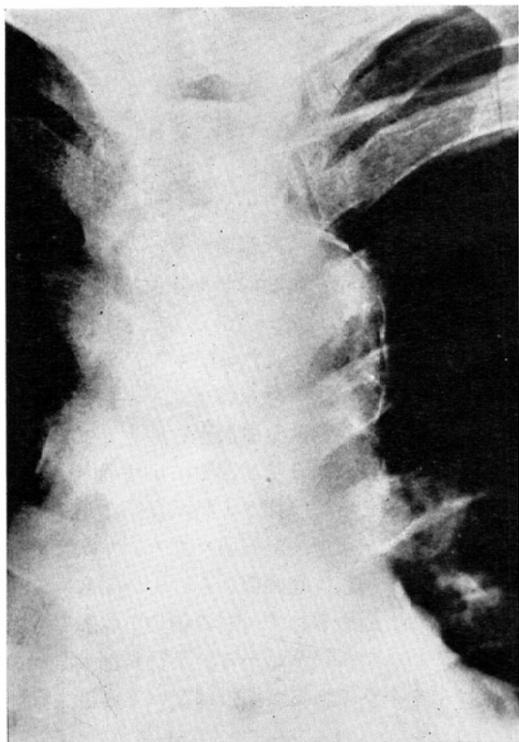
Chest roentgenogram taken before the onset of acute symptoms. Note the calcification in the aortic arch.
